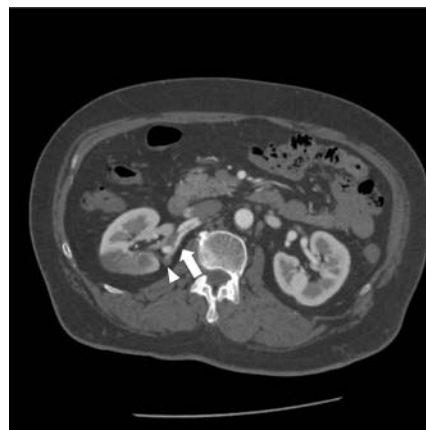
Contrast enhanced computed tomography shows the right renal artery dissection (false lumen : arrow, the posterior branch of the renal artery : arrowhead) and filling defect at the posterior right kidney.
